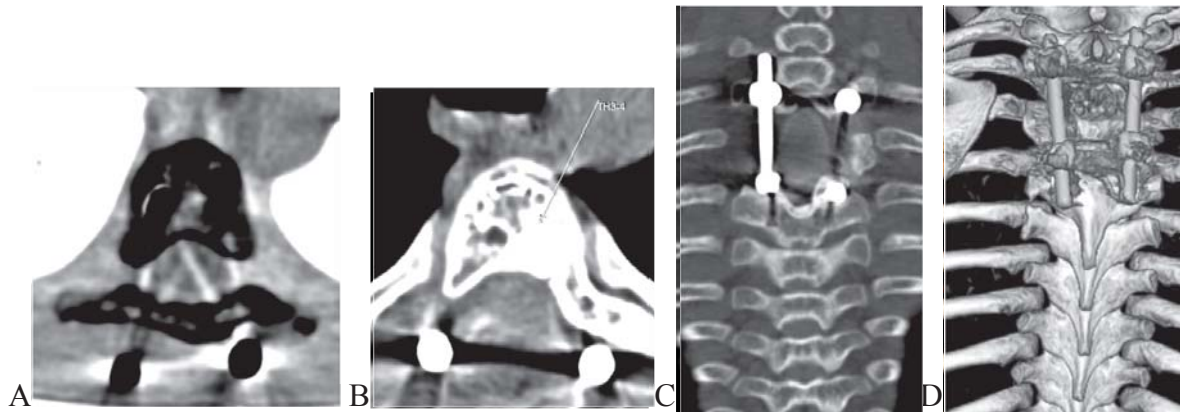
CT toracic la 6 luni postoperator A,B,C,D: A,B- secțiuni transverse la nivelul corpului vertebral Th4- rezecția procesului litic și complexului posterior Th4, Th3, poziționarea corectă a șuruburilor în pediculi bilateral; C- secțiune sagitală la nivelul Th4- rezecția complexului posterior Th4 și Th3; D- reconstrucție osoasă fixare transpediculară Th3-Th5, plasarea corectă a șuruburilor.
